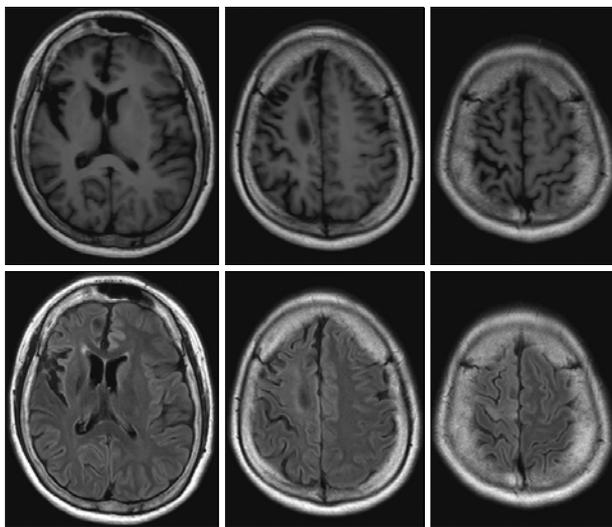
Brain MRI. Axial T1 (upper) FLAIR (lower) images show prominent motor cortex atrophy, widening of sylvian fissure and high T2 signal intensity in the right hemisphere.
